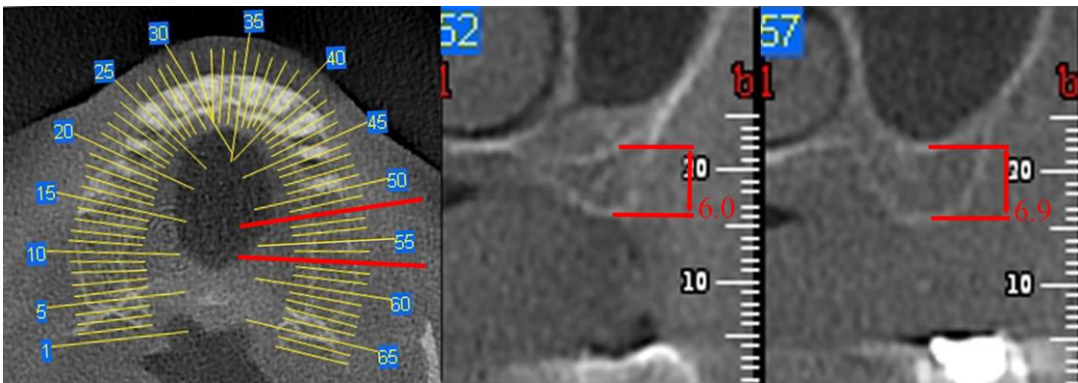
TC preoperatoria di un caso sottoposto a rialzo di seno e inserimento contestuale di impianti standard
